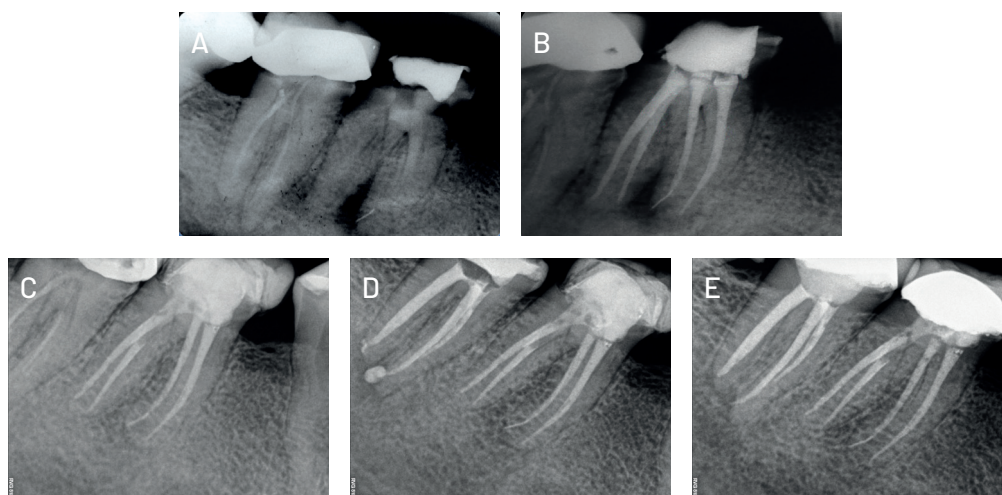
Pieza 46 (A) Radiografía de diagnóstico, (B) Radiografía de obturación con la técnica de onda continua y conos de gutapercha calibrados, (C) Radiografía de seguimiento a los 10 años, (D) Radiografía de seguimiento a los 11 años, (E) Radiografía de seguimiento a los 13 años.
